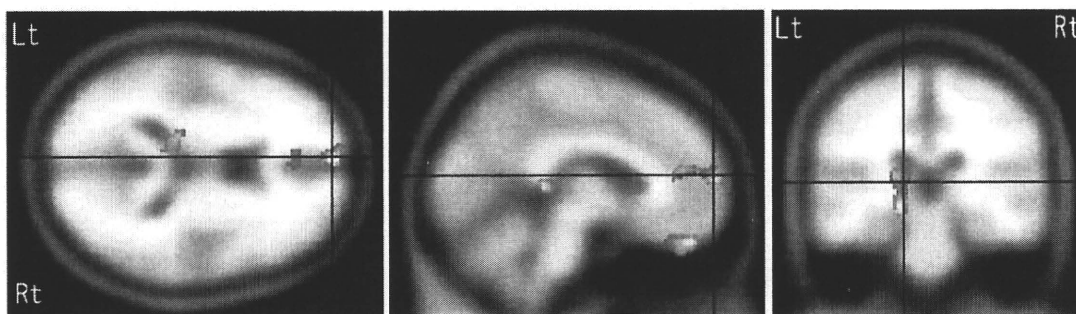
一次運動野の電気刺激によって除痛された患者さんにおいては、帯状回、前頭葉眼窩面、視床、脳幹においてシナプスの活動性が上昇すると考えられる。本写真は positron emission tomography による局所脳血流の増加を捕らえたものだが、シナプス活動の上昇の結果と解釈できる。
